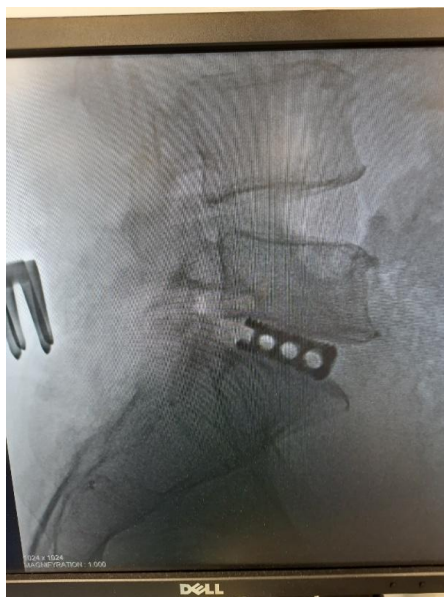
Рентген РВХ. Копророзезд прямокутним кейджем на рівні L5-S1
